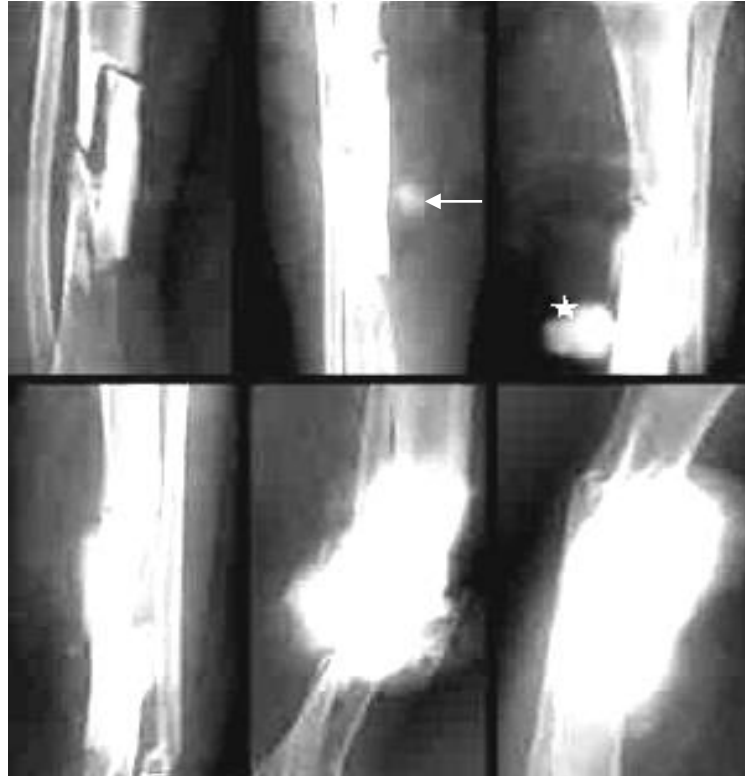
Рентгенограми в прямій і бічній проекціях у динаміці. Параоссальна ОС – після видалення остеїд-остеоми великогомілкової кістки та заміною кісткового дефекту аутогрансплантатом, через 2 місяці визначається звапняніле параоссальне округле утворення без чітких контурів, яке було видалене з наступним морфологічним висновком – остеома (стрілка). Через 8 місяців нижче (зірочка) виявлене пухлинне кістковоутворення, що швидко збільшилося в розмірах і муфто подібно охоплює обидві кістки.
